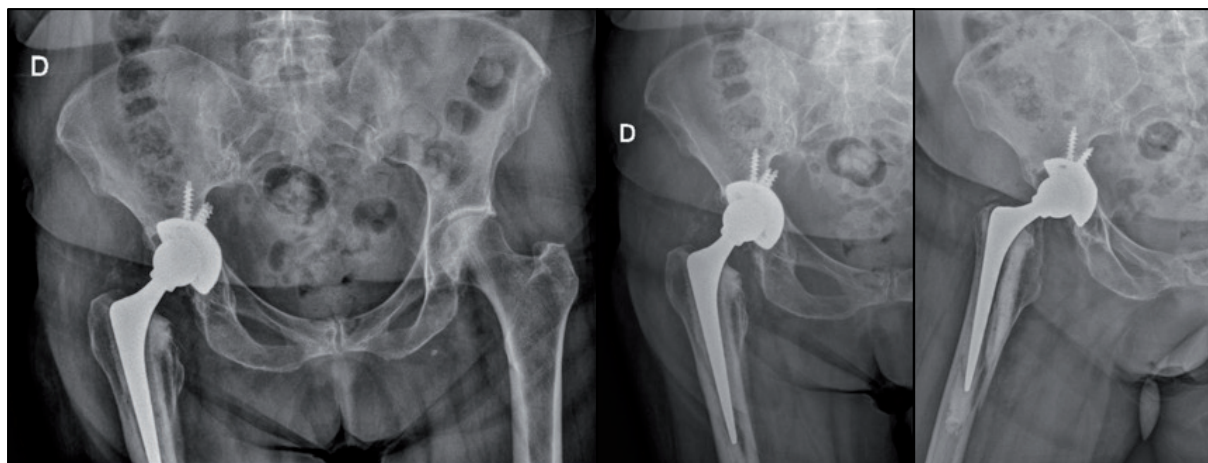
Radiografías de fractura Vancouver B 2 W previo a cirugía de revisión CsC.
